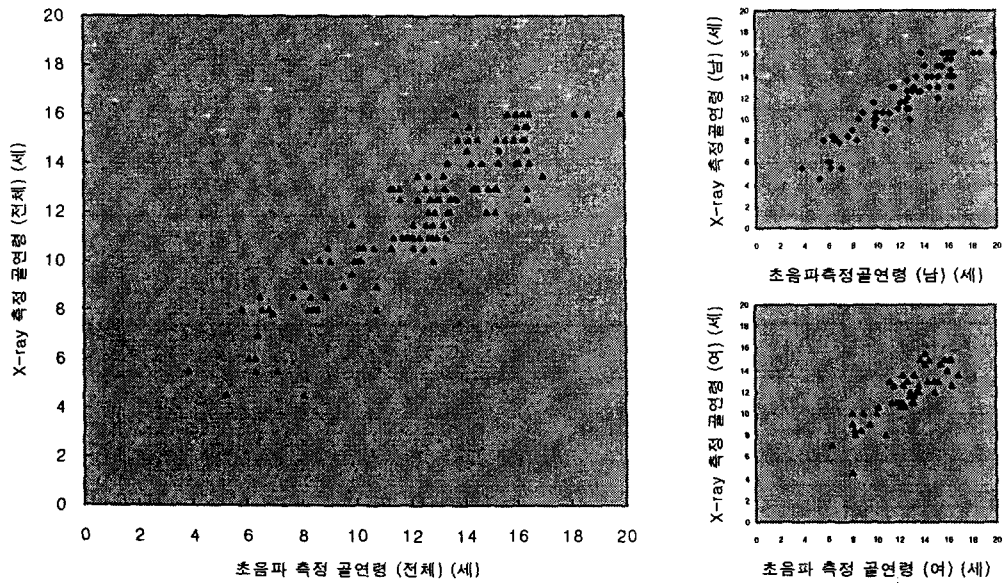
The linear correlation of bone age between X-ray and ultrasonic methods ($r=0.907$, $p<0.01$)
